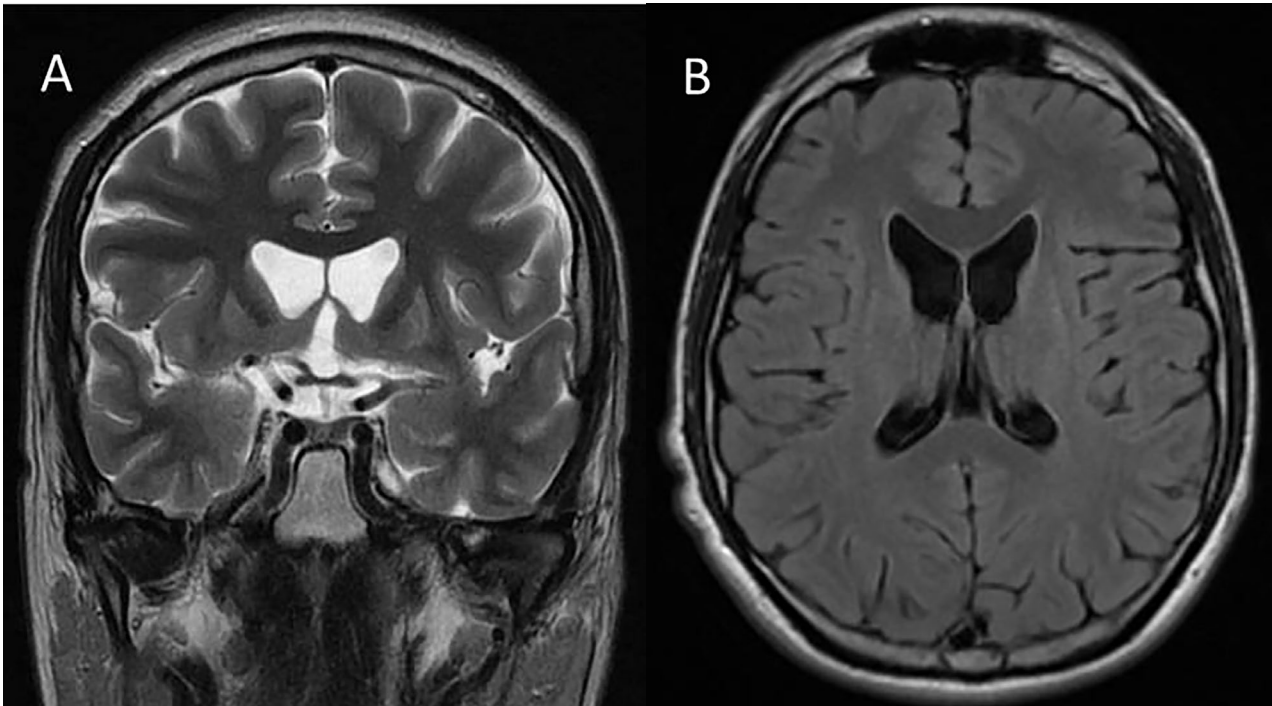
Estudios de resonancia magnética de encéfalo (RM) de paciente a los 16 años, que debutó con síntomas de la enfermedad a los 8 años. A) corte coronal ponderación en T2. B) corte axial ponderal T2 flair; en los cuáles se observa atrofia severa de caudados.
